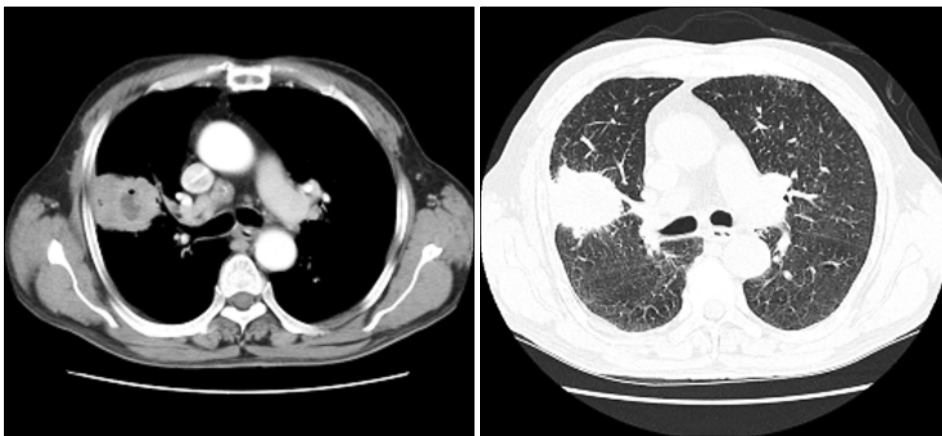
Chest computed tomogram obtained on initial visit. 5 cm diameter necrotic mass and mediastinal lymphadenopathy were observed.
